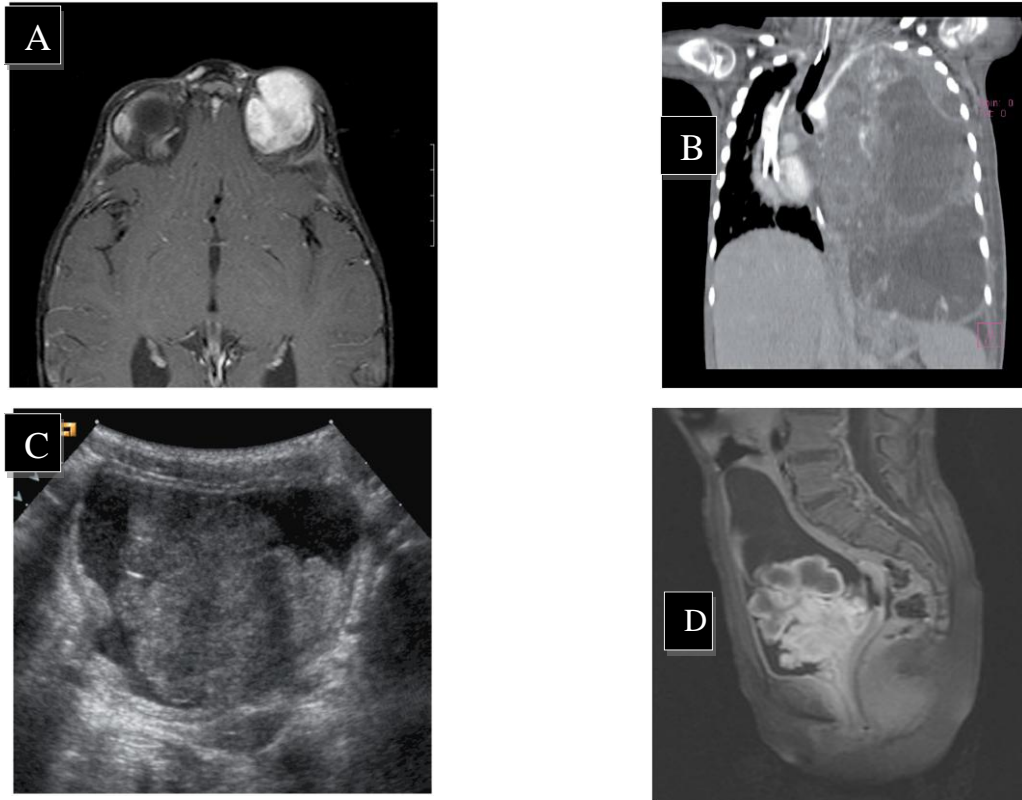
Imagerie des RMS. A, IRM T1W1, RMS orbitaire. B, TDM coronale, RMS de l'hémithorax prenant le contraste. C-D, RMS vésical. C, Echographie vésicale et D, IRM T1W1 [58].
